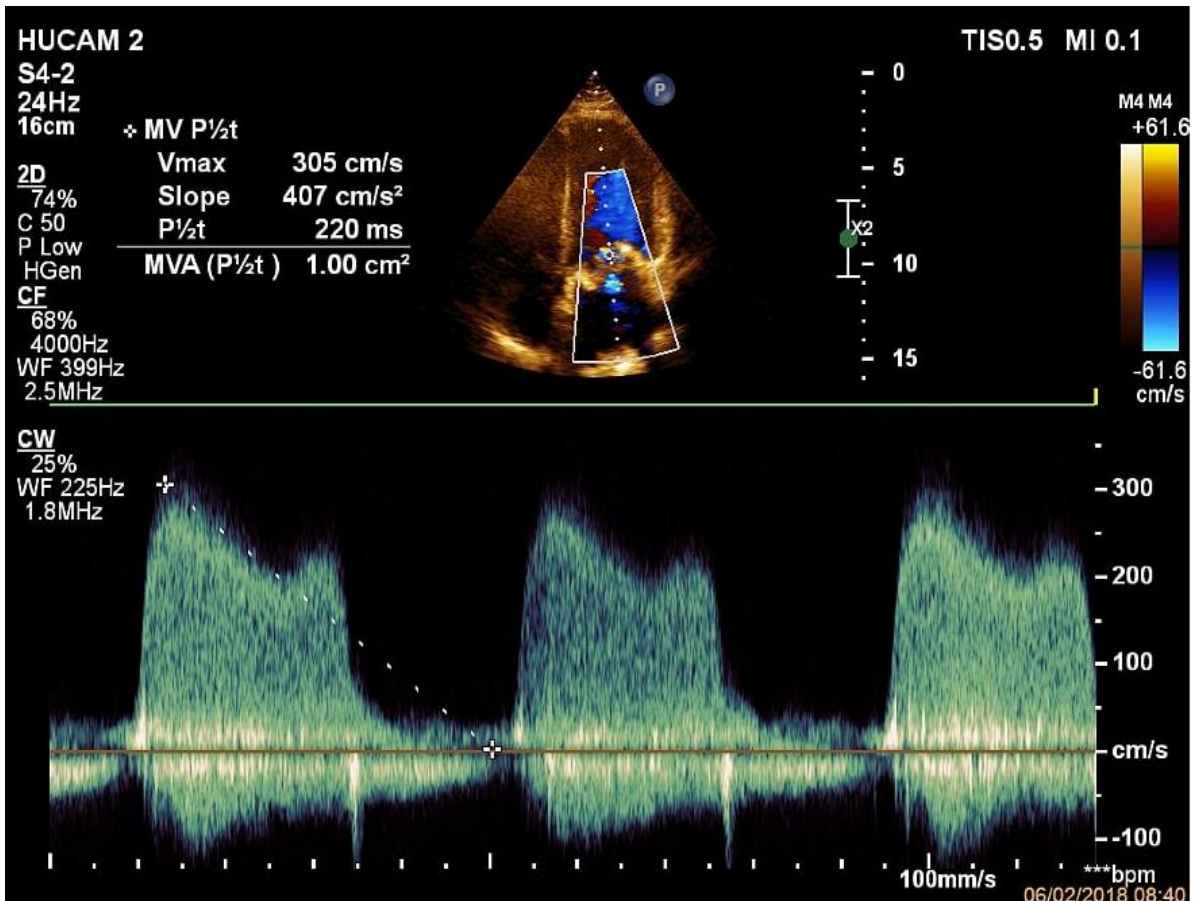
Ecocardiograma demonstrando redução da área protética
